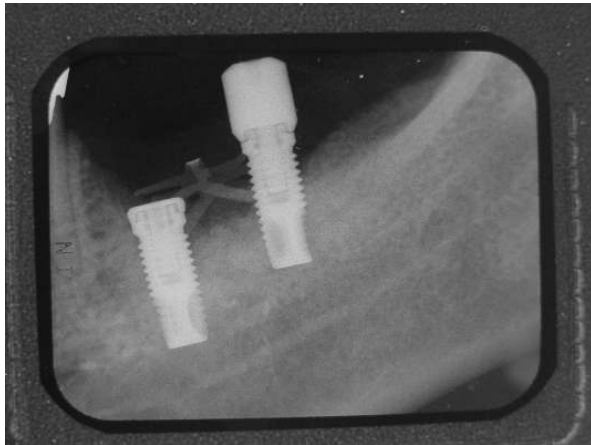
The periapical view of the paresthesia patient.
